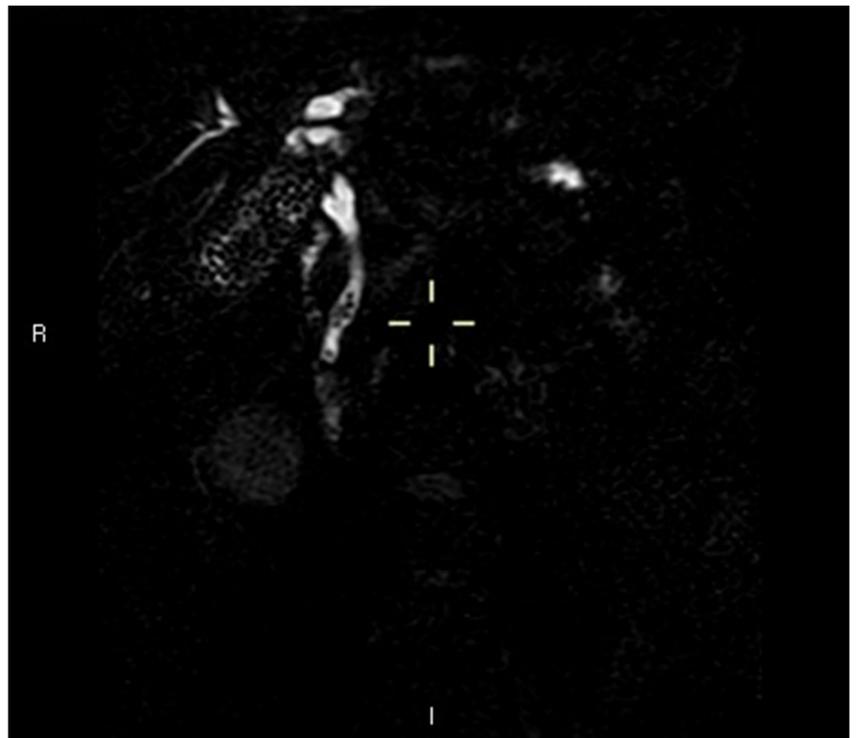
corte coronal de secuencia de Colangio-RM, donde se visualizan múltiples litiasis biliares en el colédoco distal, con dilatación retrógrada del colédoco, junto con ocupación prácticamente completa de la vesícula biliar por litiasis.
